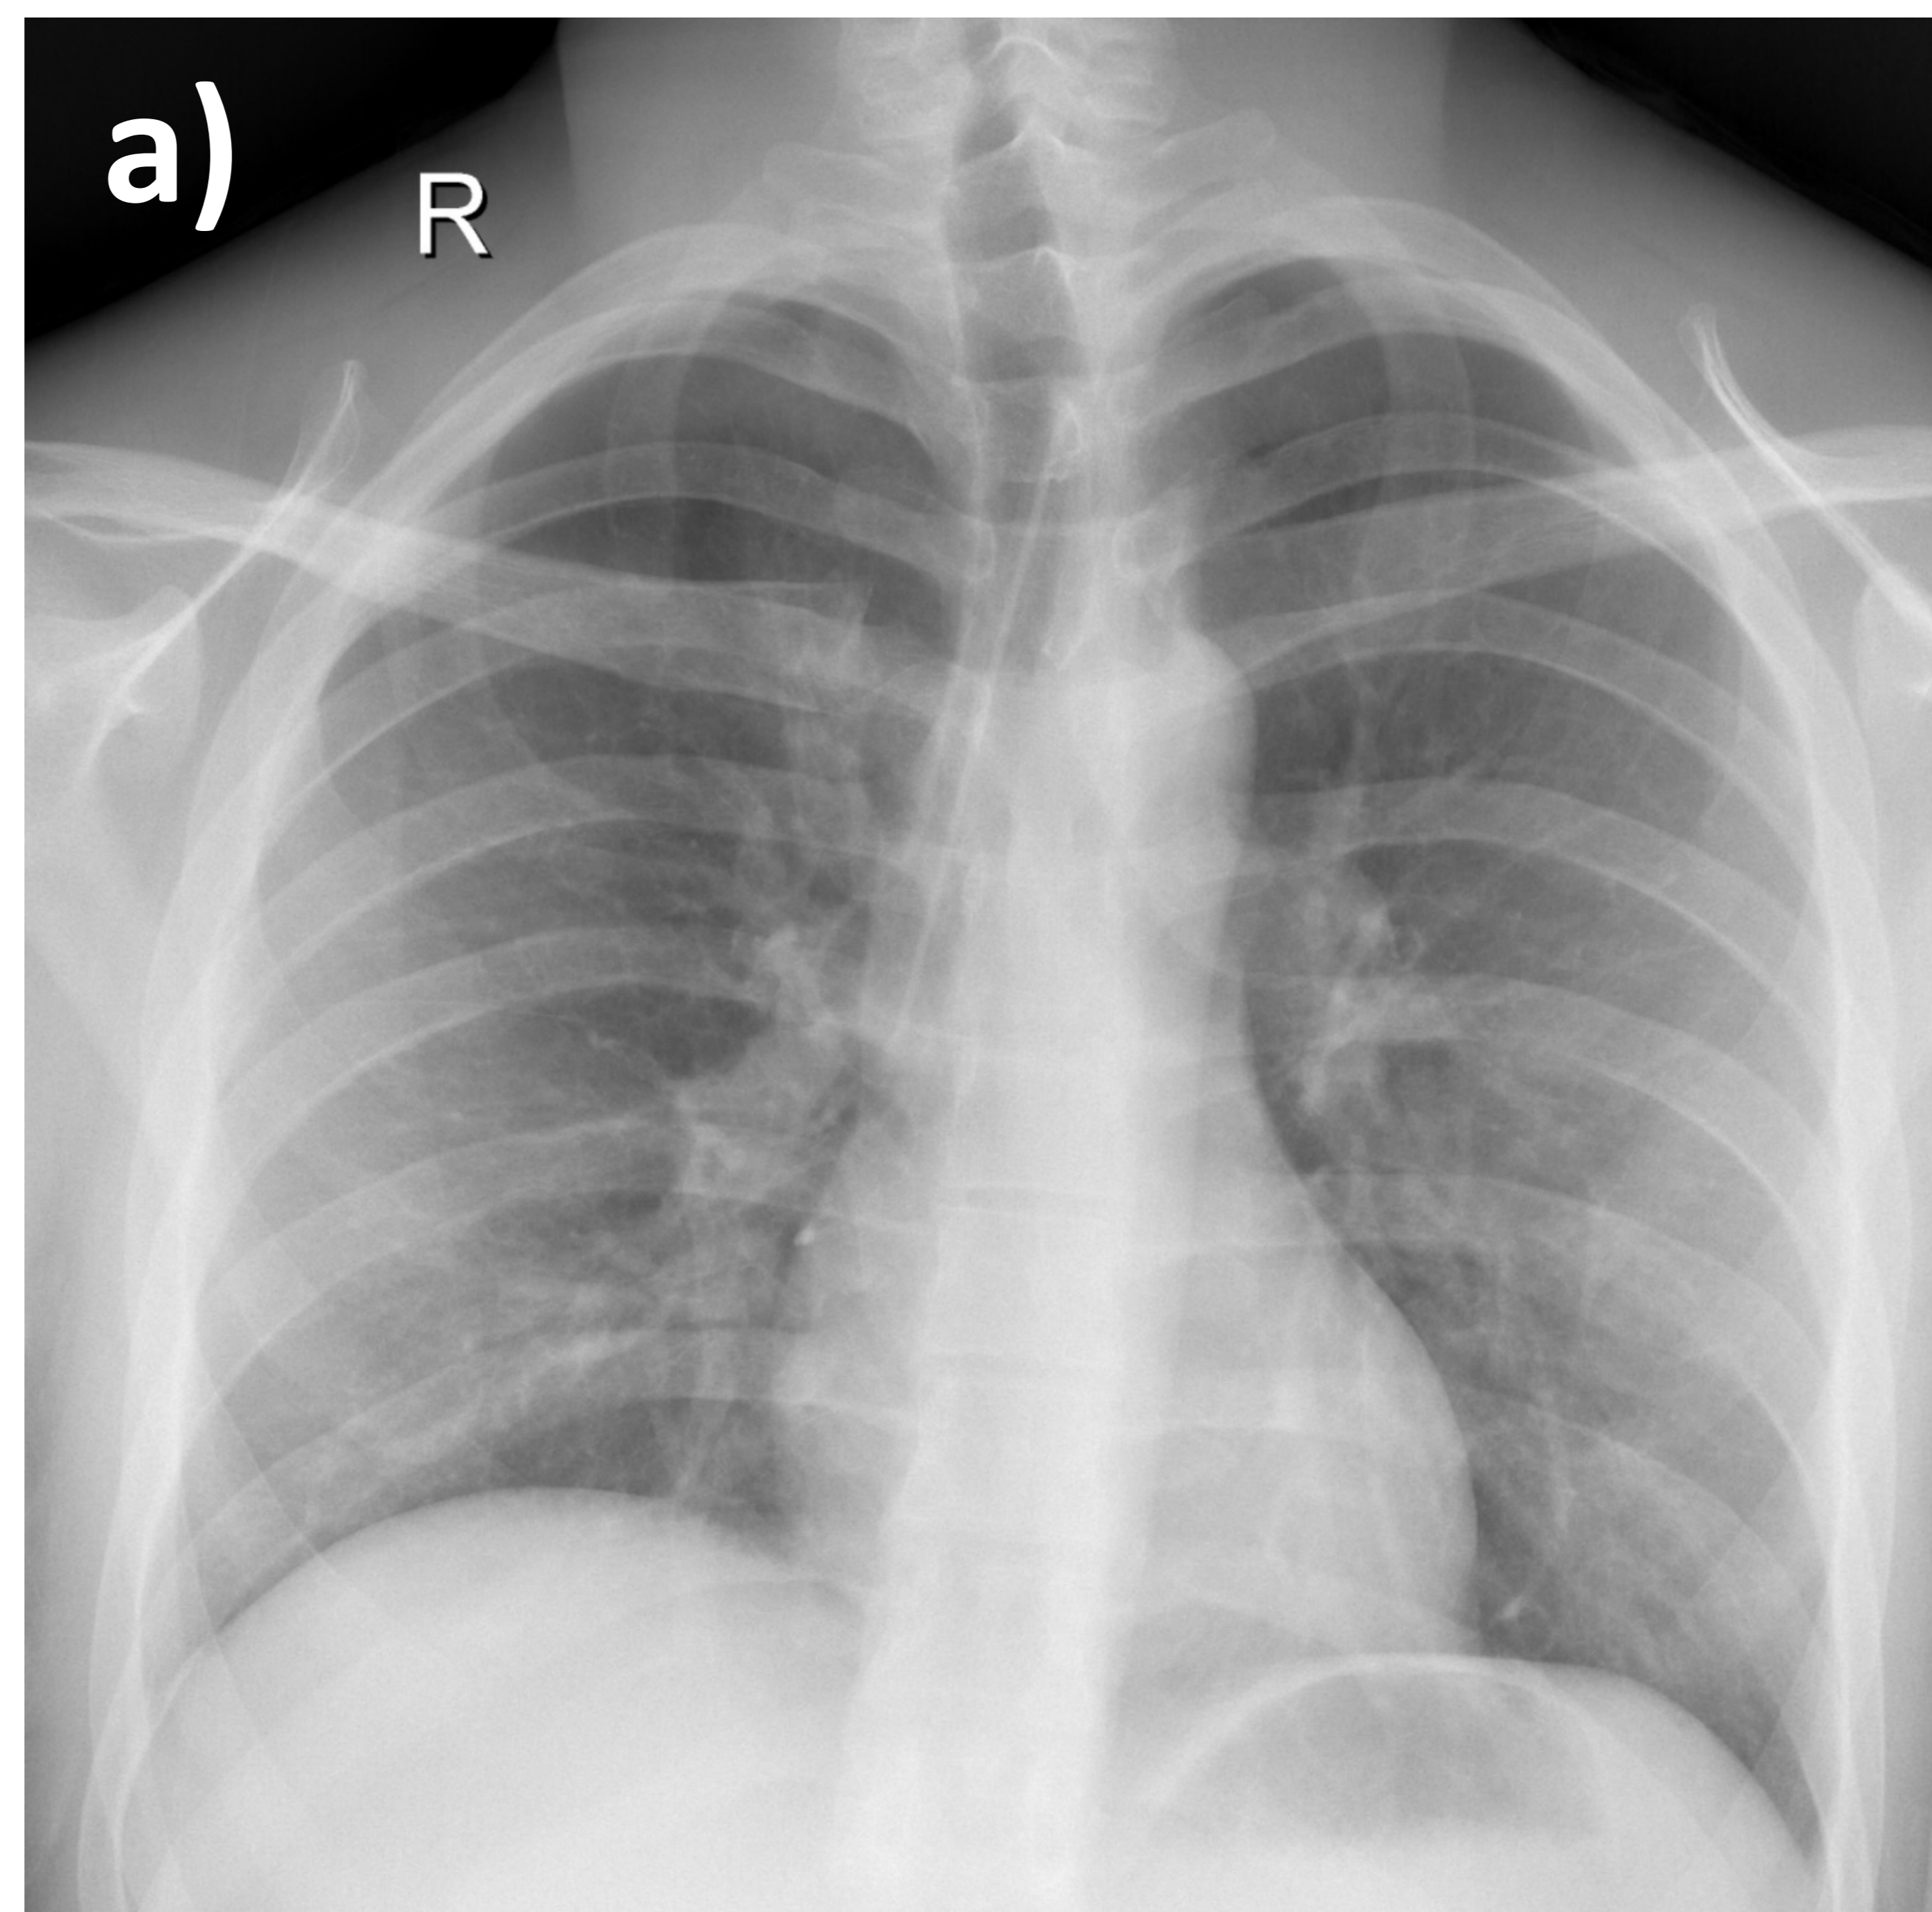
Radiografía de tórax (a) en proyección PA donde se observa un cuerpo extraño alargado de alta densidad en vía aérea principal y derecha. Correlación con cortes coronales de una TC de tórax sin contraste intravenoso, ventana de pulmón (b), donde se observa como el cuerpo extraño se extiende desde la traquea hasta el bronquio intermediario. Mediante broncoscopia rígida se extrajo con pinzas el cuchillo de plástico
